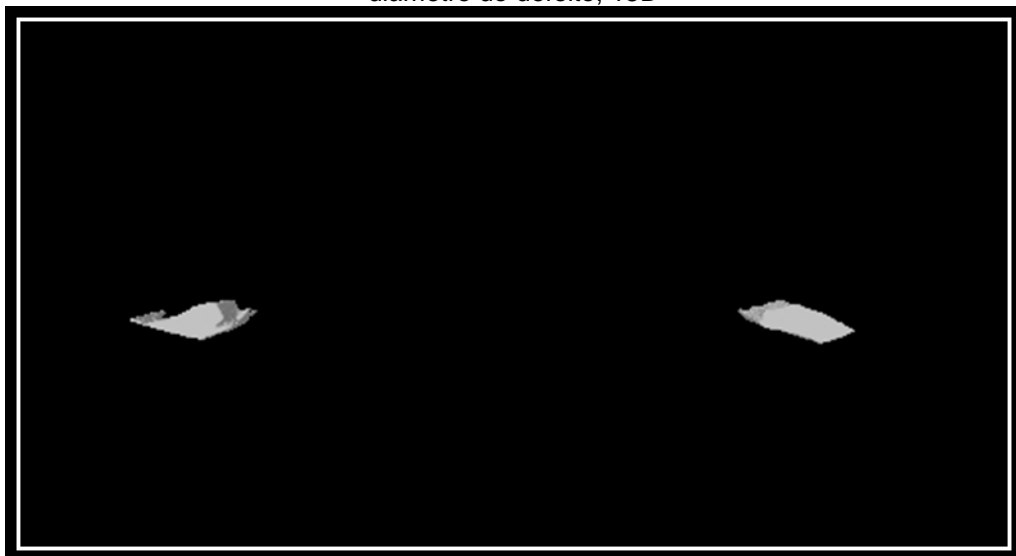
Imagem por  $\mu$ CT em três dimensões, calvária com defeito crítico vazio, 15D
